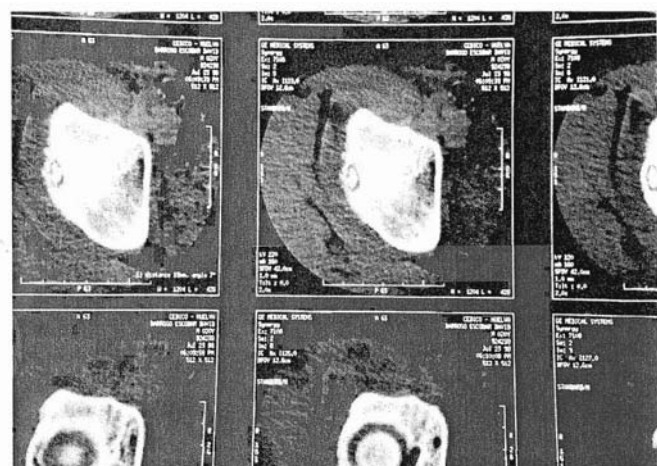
TAC de acetábulo evidenciando lesión ósea osteolítica con núcleo denso en zona posterosuperior del borde cotiloideo.
